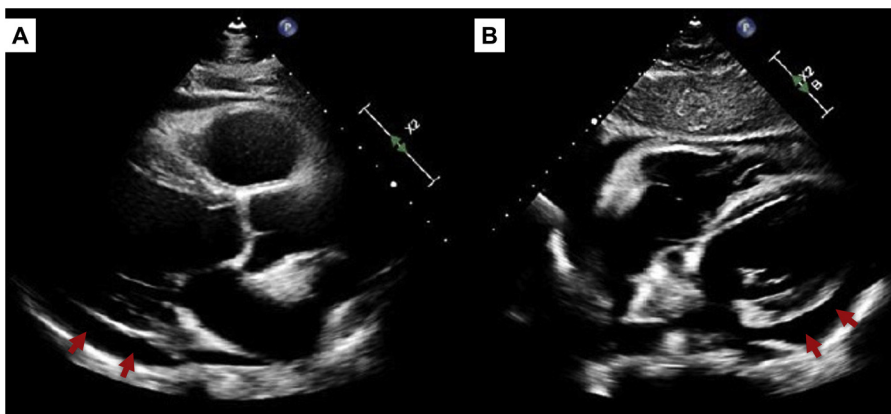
Ecocardiograma al ingreso. Destaca la presencia de pericardio hiperrefringente y derrame pericárdico moderado de predominio en saco posterior (flechas).
